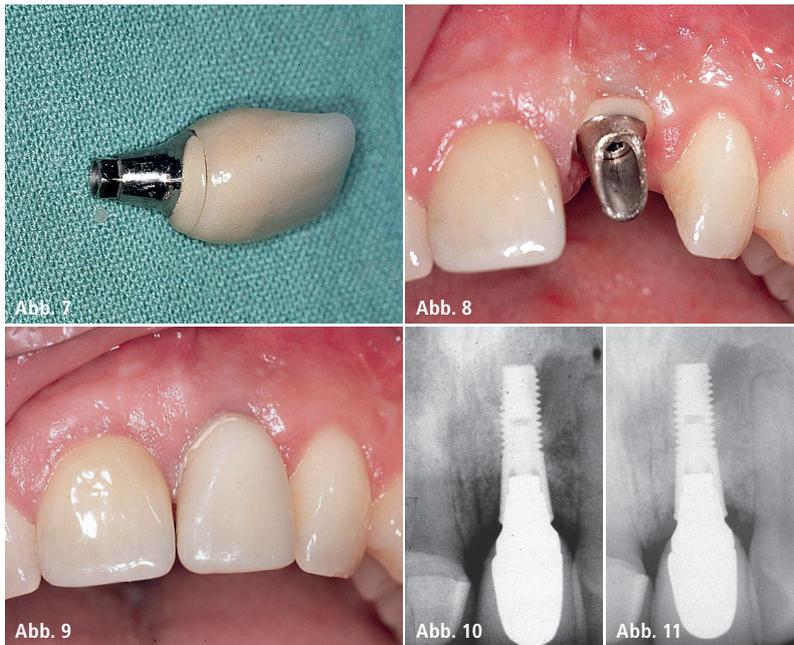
Definitive Implantatversorgung (Cast-to-Abutment mit keramischer Schulter und VMK-Krone). – Abb. 8 und 9: Eingliederung der Restauration. Verschrauben des Abutments und Zementieren der Krone. – Abb. 10 und 11: Röntgenkontrollbild direkt nach der Eingliederung sowie zwei Jahre später.
